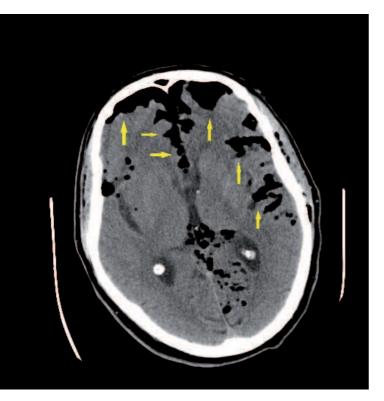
TAC cerebral donde se observa el neumoencéfalo delimitado por las flechas amarillas.
